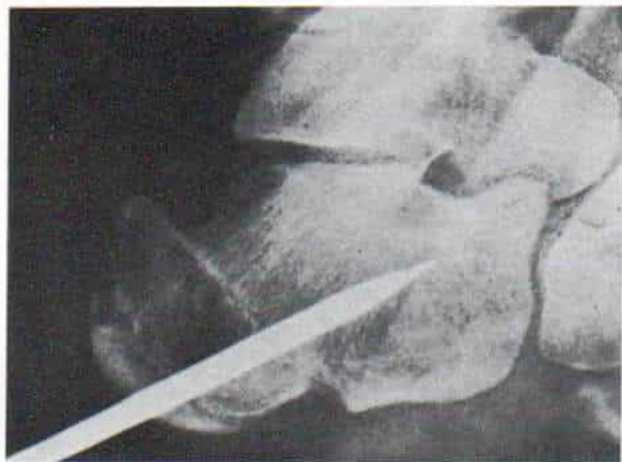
Radiografía lateral del retropié hecha durante la operación.
